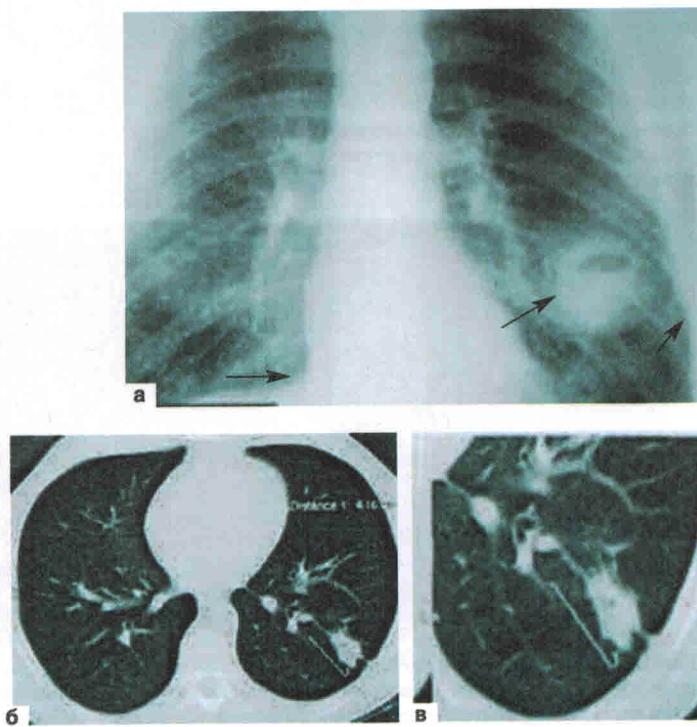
Абсцесс нижней доли левого легкого. Пневмографическая рентгенограмма в прямой проекции грудной клетки (а) до лечения, компьютерная томограмма (б), прицельная реконструкция области нижней доли левого легкого (в), легочное окно после лечения с помощью санационной торакоскопии: а — в задненаружном сегменте левого легкого абсцесс с горизонтальным уровнем, нечетким наружным краем до 6,5 см в диаметре; б, в — на месте абсцесса виден поствоспалительный участок уплотнения легочной ткани с четким наружным краем
